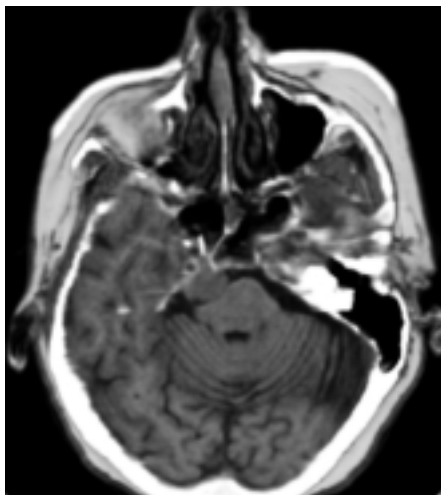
Fusion präoperativer CT-Daten mit intraoperativen Daten des iMRT der Schädelbasis (Tumor der petroclivalen Region rechts)
